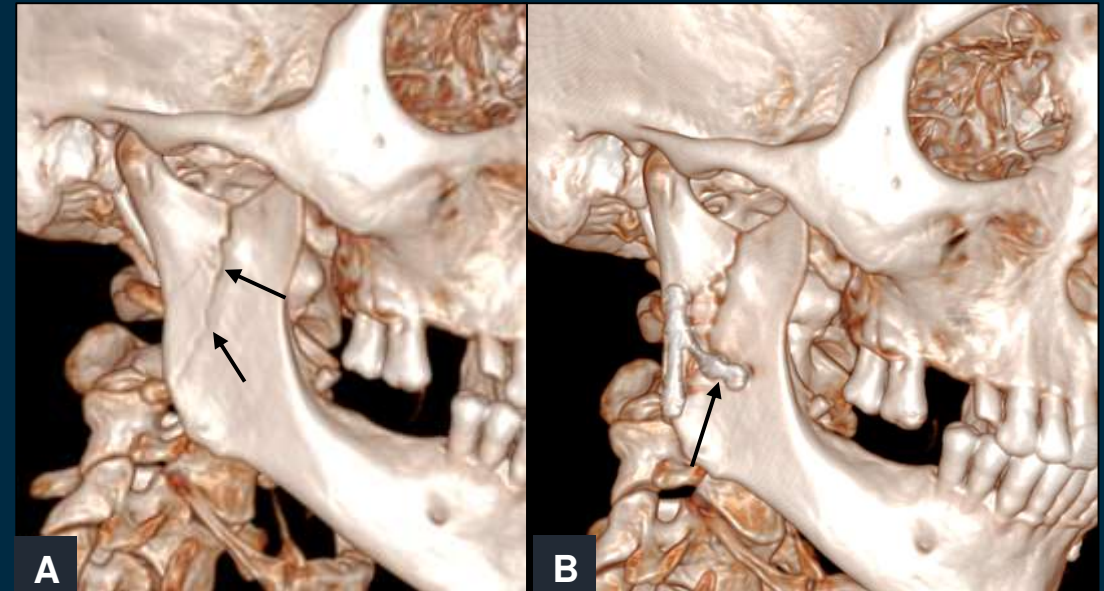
Paciente con fractura de la rama ascendente mandibular derecha. Reconstrucción 3D de TC prequirúrgico (A) y postquirúrgico (B). Reducción y fijación de la fractura con placa y tornillos (flechas).
